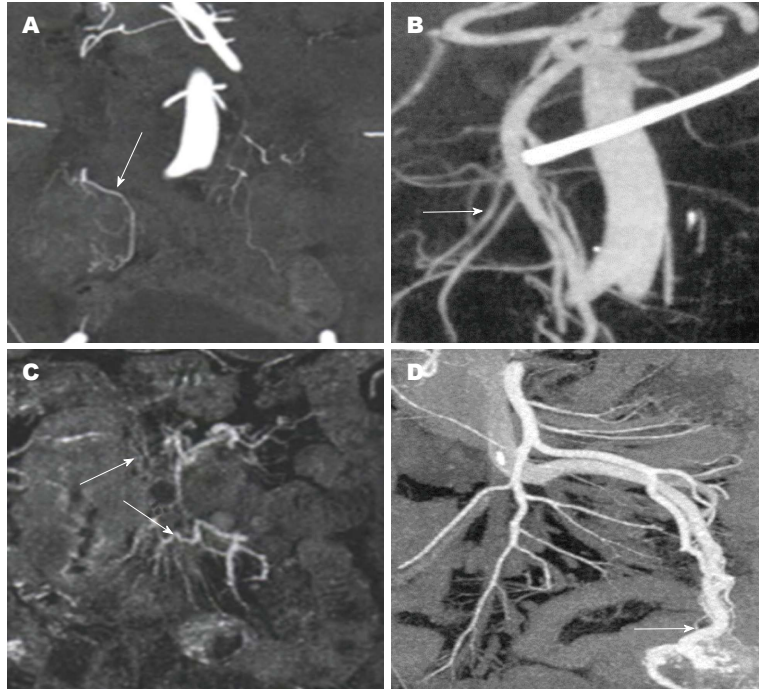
老年原发性小肠占位性病变的肠系膜CT血管成像图. A: 回盲部腺癌, 斜冠状面MIP图像, 供血动脉变粗; B: 空肠腺癌, MIP图像显示空肠动脉供应病变; C: 恶性淋巴瘤, MIP图像显示小血管增粗, 病变周围有血管包绕; D: 空肠间质瘤, 肿块由空肠动脉供血, 出现供血动脉变粗. 箭头示动脉变粗。
